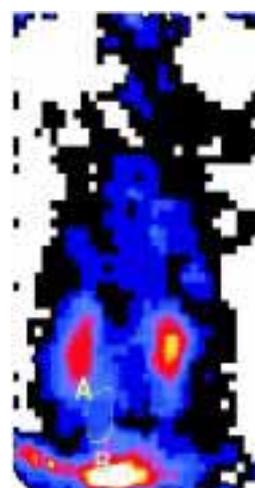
Результати визначення міхурово-сечовідного рефлюксу при непрямій реносцинтиграфії. Вибір «зон інтересу» і побудова графіків кінетики РФП через лівий сечовід (А) та сечовий міхур (В)
